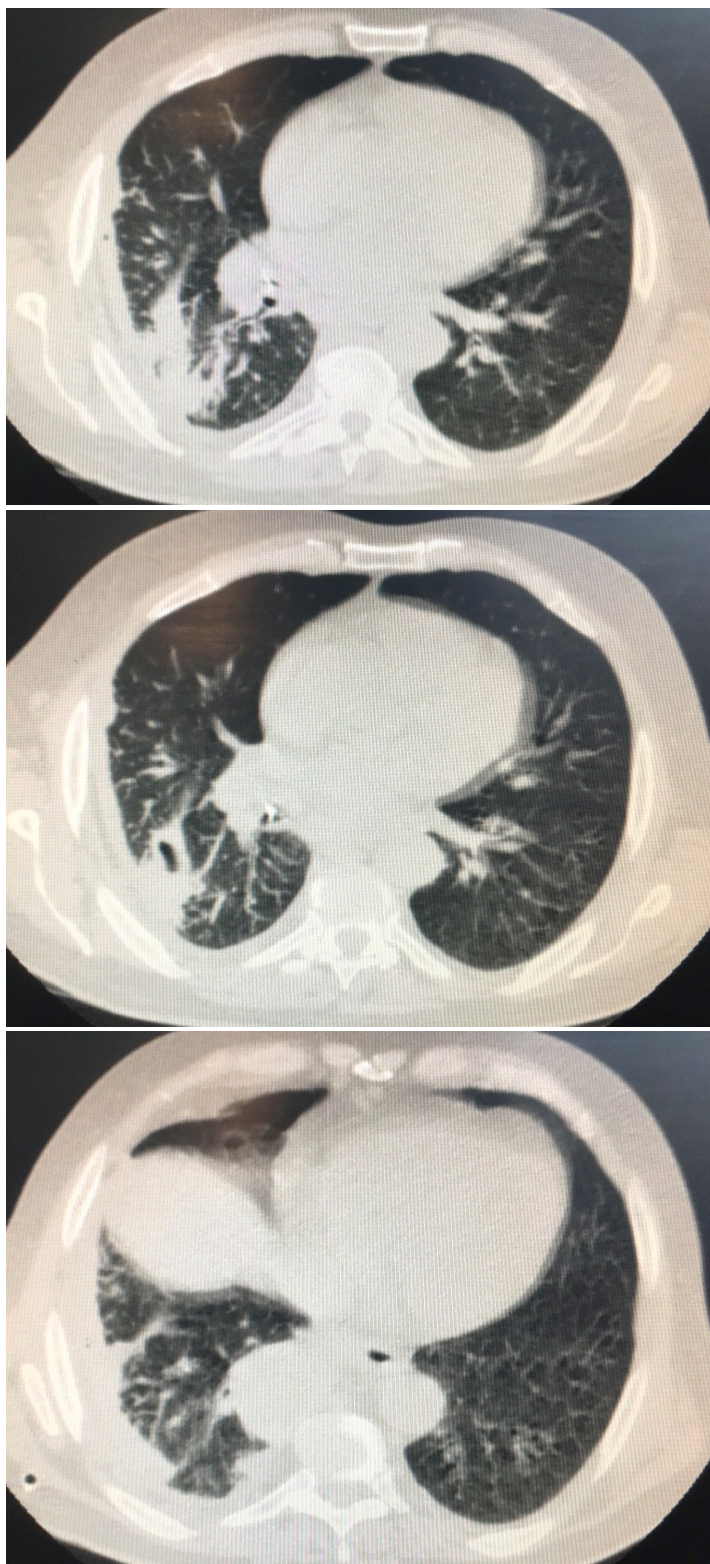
МСКТ органов грудной клетки от 25.11.2019. Острый абсцесс и очаговые уплотнения в нижней доле правого легкого, правосторонний осумкованный плеврит
